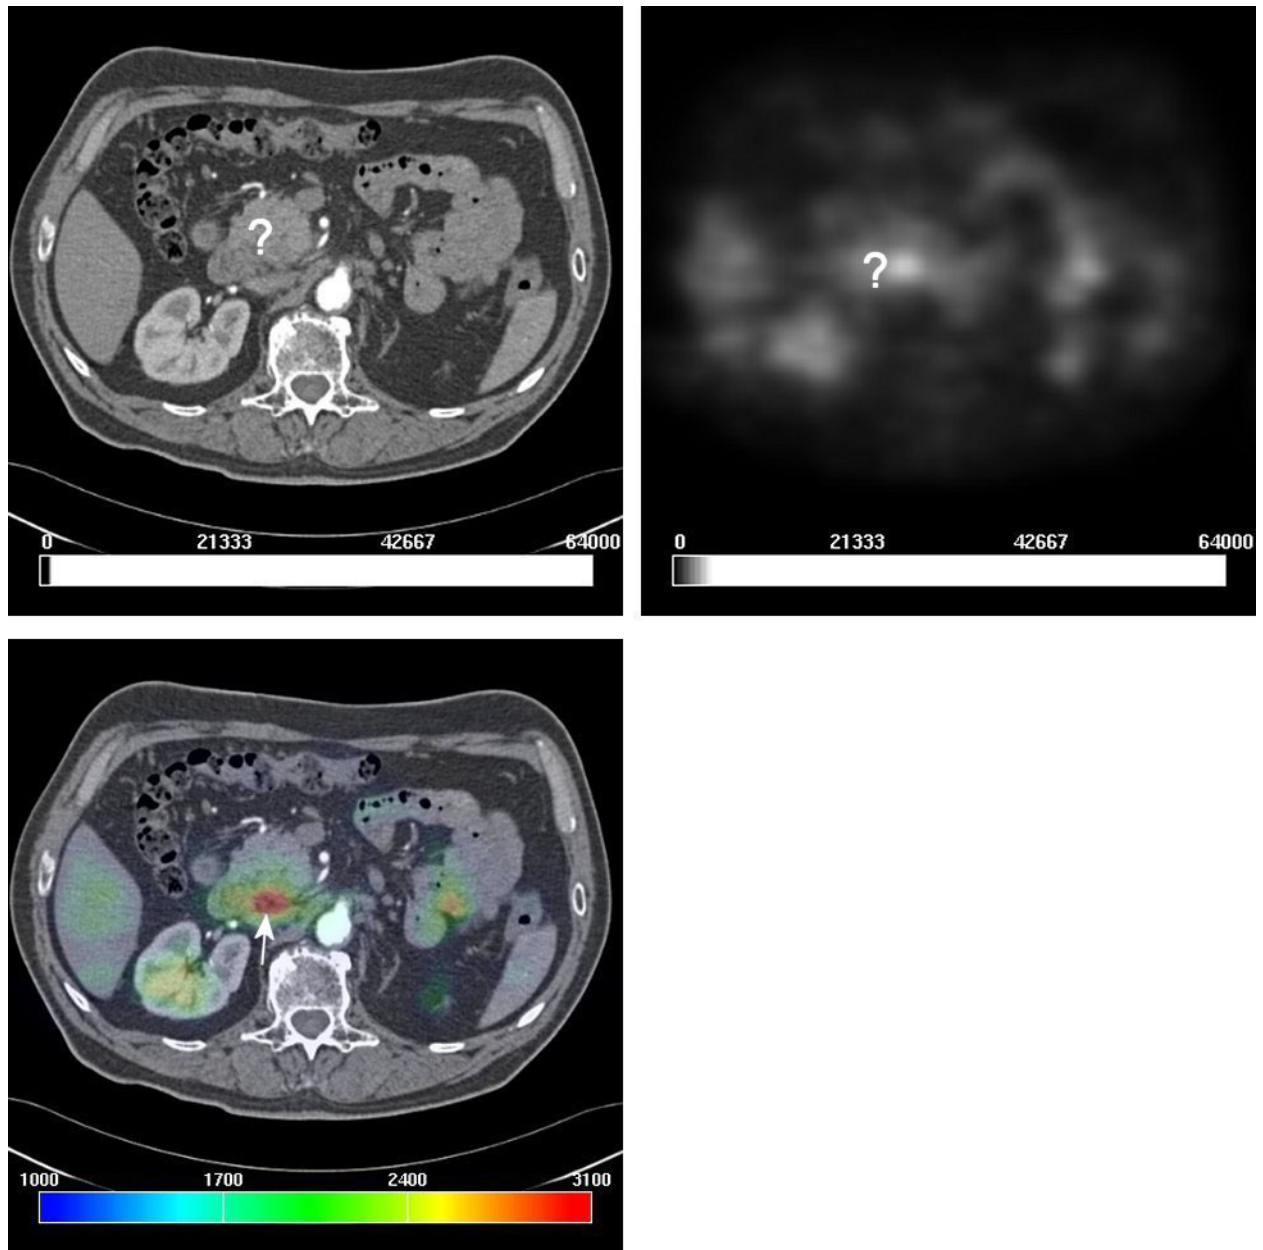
Links oben:* Die CT zeigt eine hypovaskuläre Läsion des Pankreaskopfes. *Rechts oben:* Die PET zeigt ein hyperaktives Areal im Pankreaskopf auf. *Links unten:* Die Bildfusion demonstriert das Aktivitätsareal, welches dem Tumor und der Umgebungsinfiltration entspricht. Es reicht über den Pankreaskopf hinaus und umfasst umgebendes Gewebe und Gefäßstrukturen (Pfeil).
